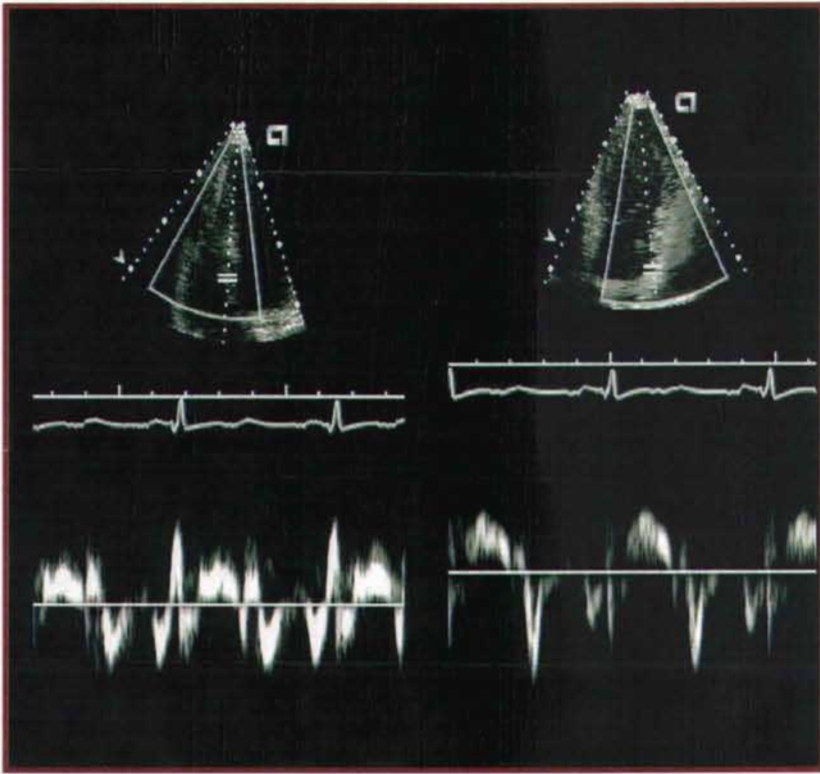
Estudio de doppler tisular. Velocidad de la onda E.
